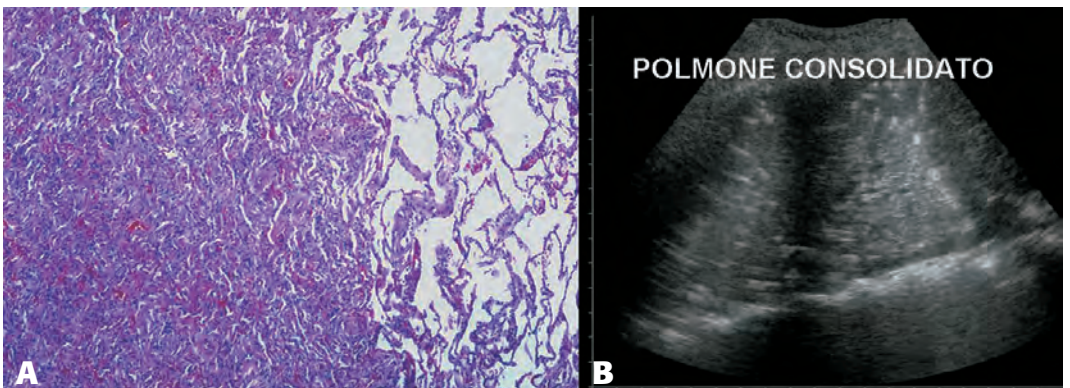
A) Istologia di polmone atelettastico; B) l'immagine ecografica è reale e dimostra un esteso consolidamento del polmone nel cui contesto residua pochissima aria (spots iperecogeni).
